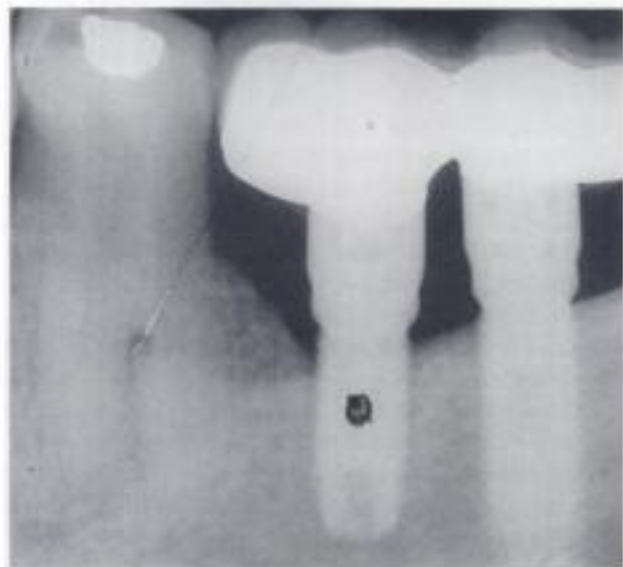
Imagen radiotransparente periimplantaria en implante mesial (radiografía intrabucal).
